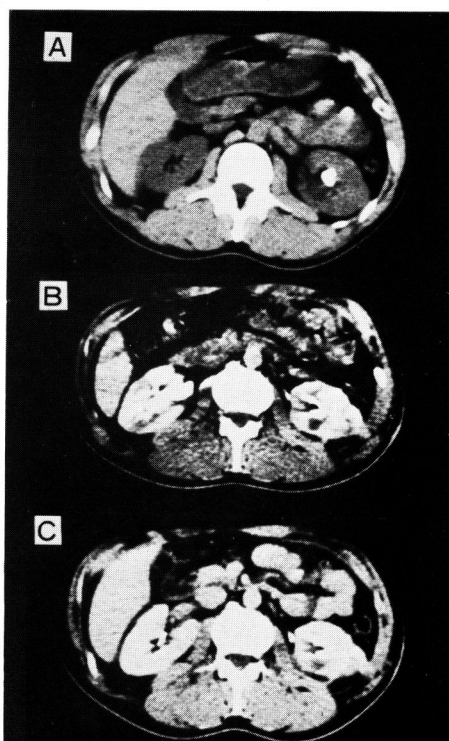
CT findings of the cases undergone the conventional procedure. A decrease in the renal thickness (anterior and posterior diameter) is seen. A: before operation (plain), B: 2 weeks after operation (enhanced), C: 2 months after operation (enhanced).
